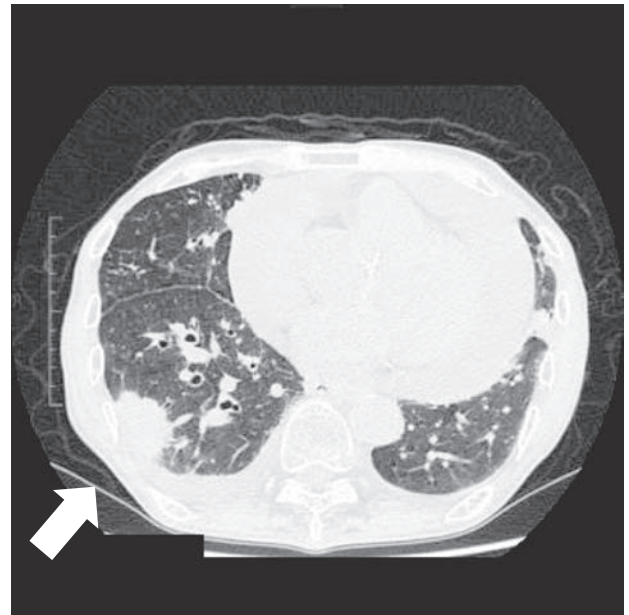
前医胸部単純CT(肺野条件, 当院入院1ヶ月前)
